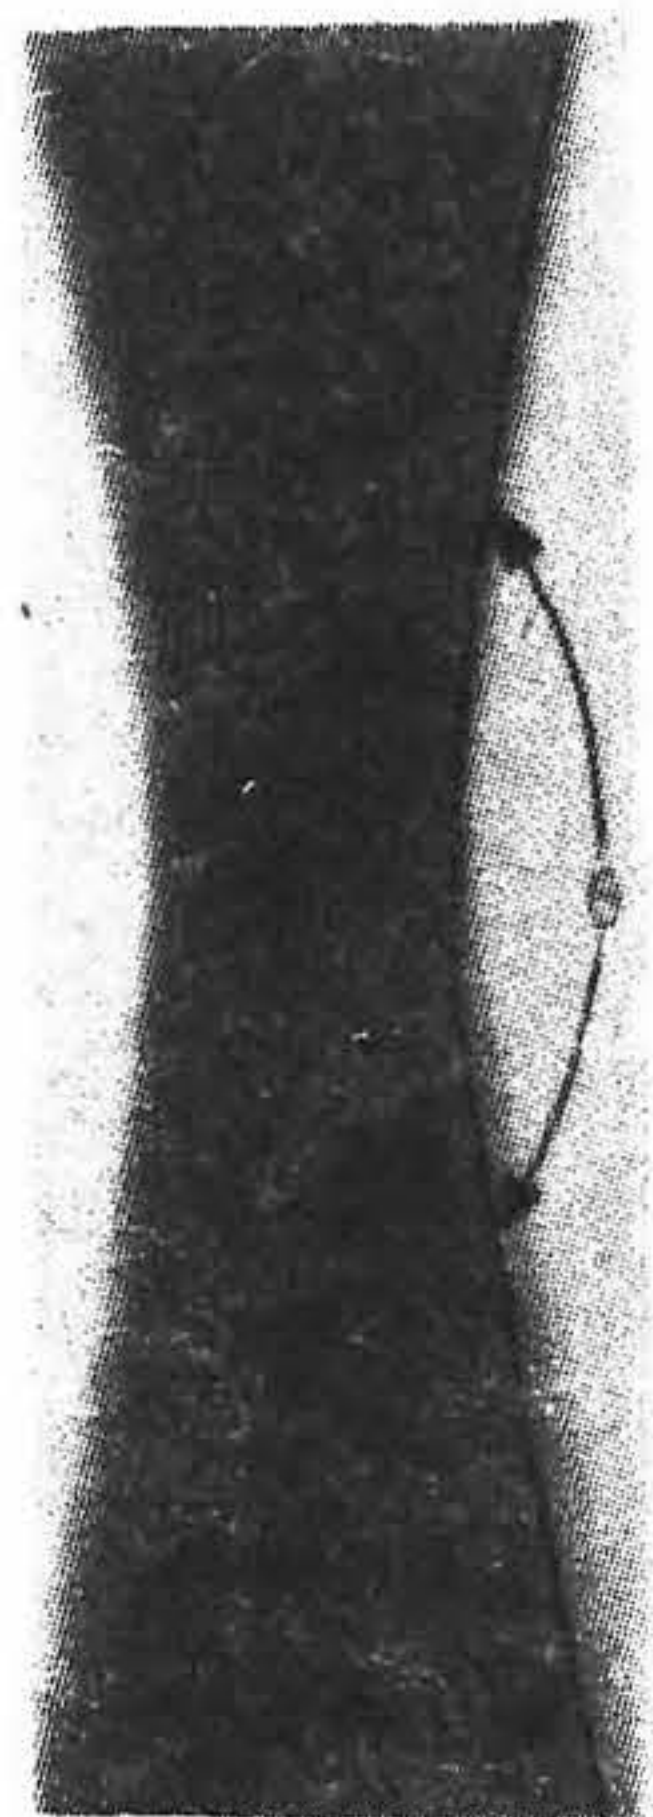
Изображение на пленке, экспонированной под углом около 15° к вертикали. Диапазон углов вращения рентгеновской трубки равен $180^\circ - \theta$.
